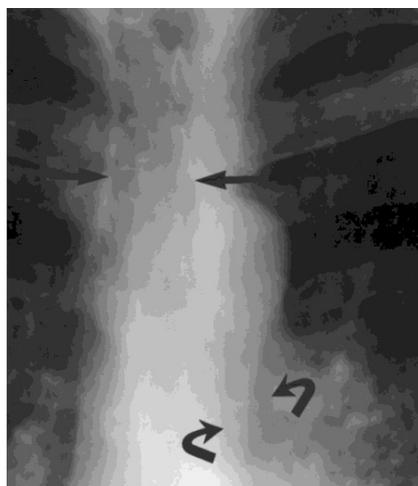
Трахеобронхомегалия, томограмма.
